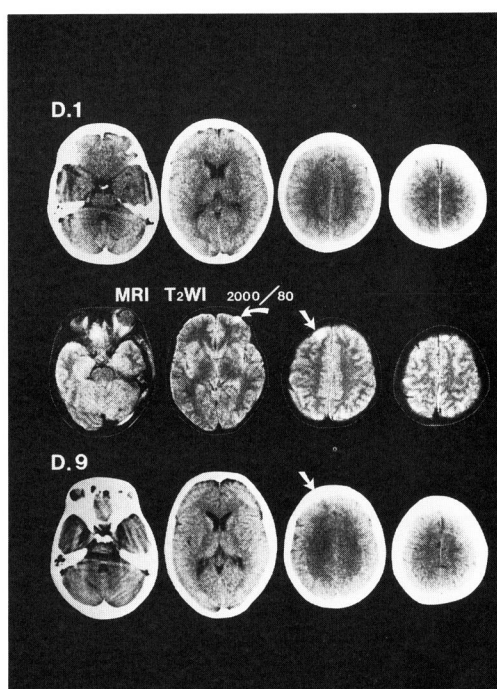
Case4 : CT scan demonstrated subarachnoid hemorrhage in the left sylvian fissure, T 2 weighted image revealed intracerebral lesions in the bilateral frontal lobes on day 1 . Serial CT demonstrated high density area in the left frontal lobe, but no lesion in the right frontal lobe.
